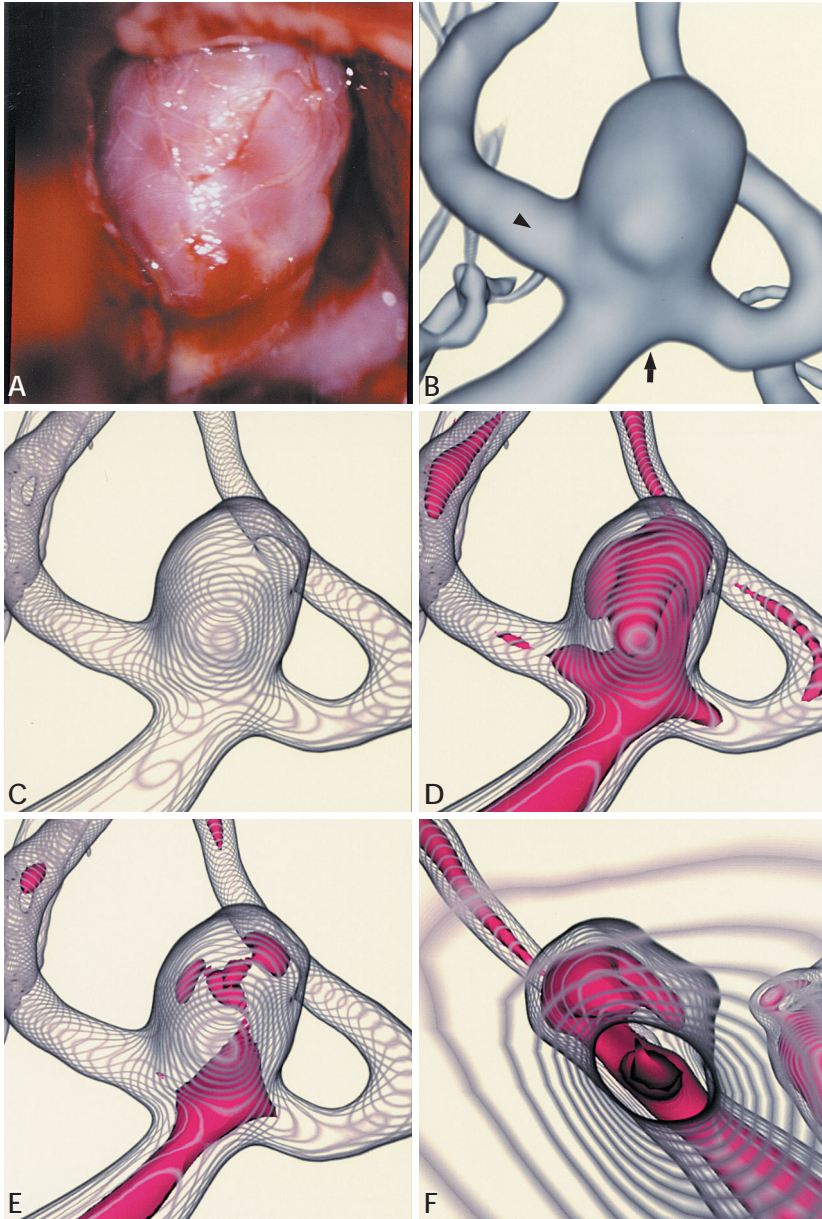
A 59-year-old man with an unruptured anterior communicating artery aneurysm. A: Operative photograph showing the aneurysm. B: Three-dimensional computed tomographic angiogram showing the aneurysm at the right A1-A2 junction, extending superomedially with a small bulging at the front of the dome. The projection used in the following images is indicated by an arrow for C and an arrowhead for F. C: Transluminal image showing the whole shape of the aneurysm through the wall. D: Transluminal flow image with moderate flow showing the flow in the parent artery (right A1) branching superiorly and inferiorly at the neck, then directed into most parts of the aneurysm. E: Transluminal flow image with high flow showing the flow extending into a limited part of the aneurysm. F: Perspective transluminal flow image with moderate flow (retrograde observation through the right A2), showing the flow in the right A1 directed axially to the bottom of the aneurysm, despite low flow at the neck and beneath the bulging of the anterior wall of the aneurysm.
